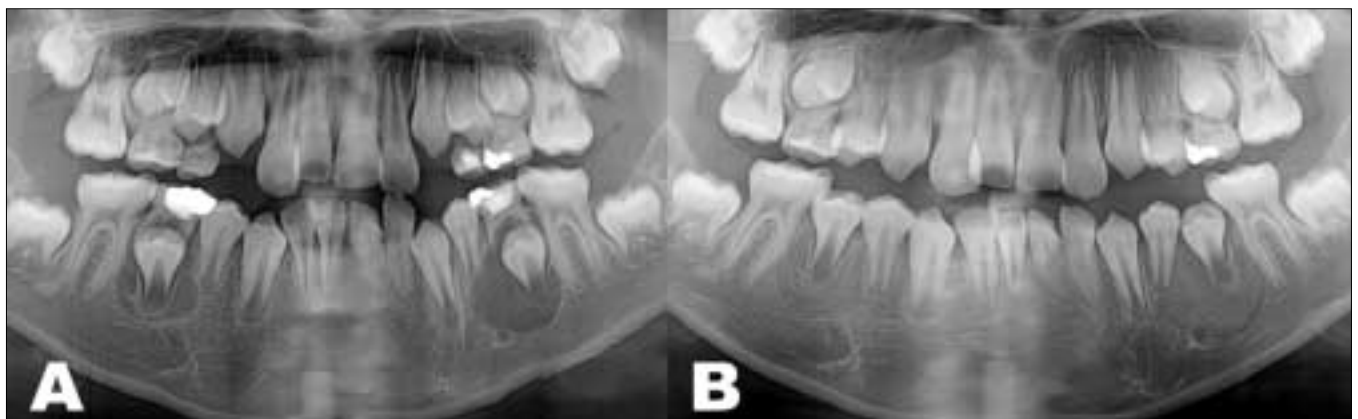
(A) Preoperative panoramic radiogram (B) 5M after decompression
